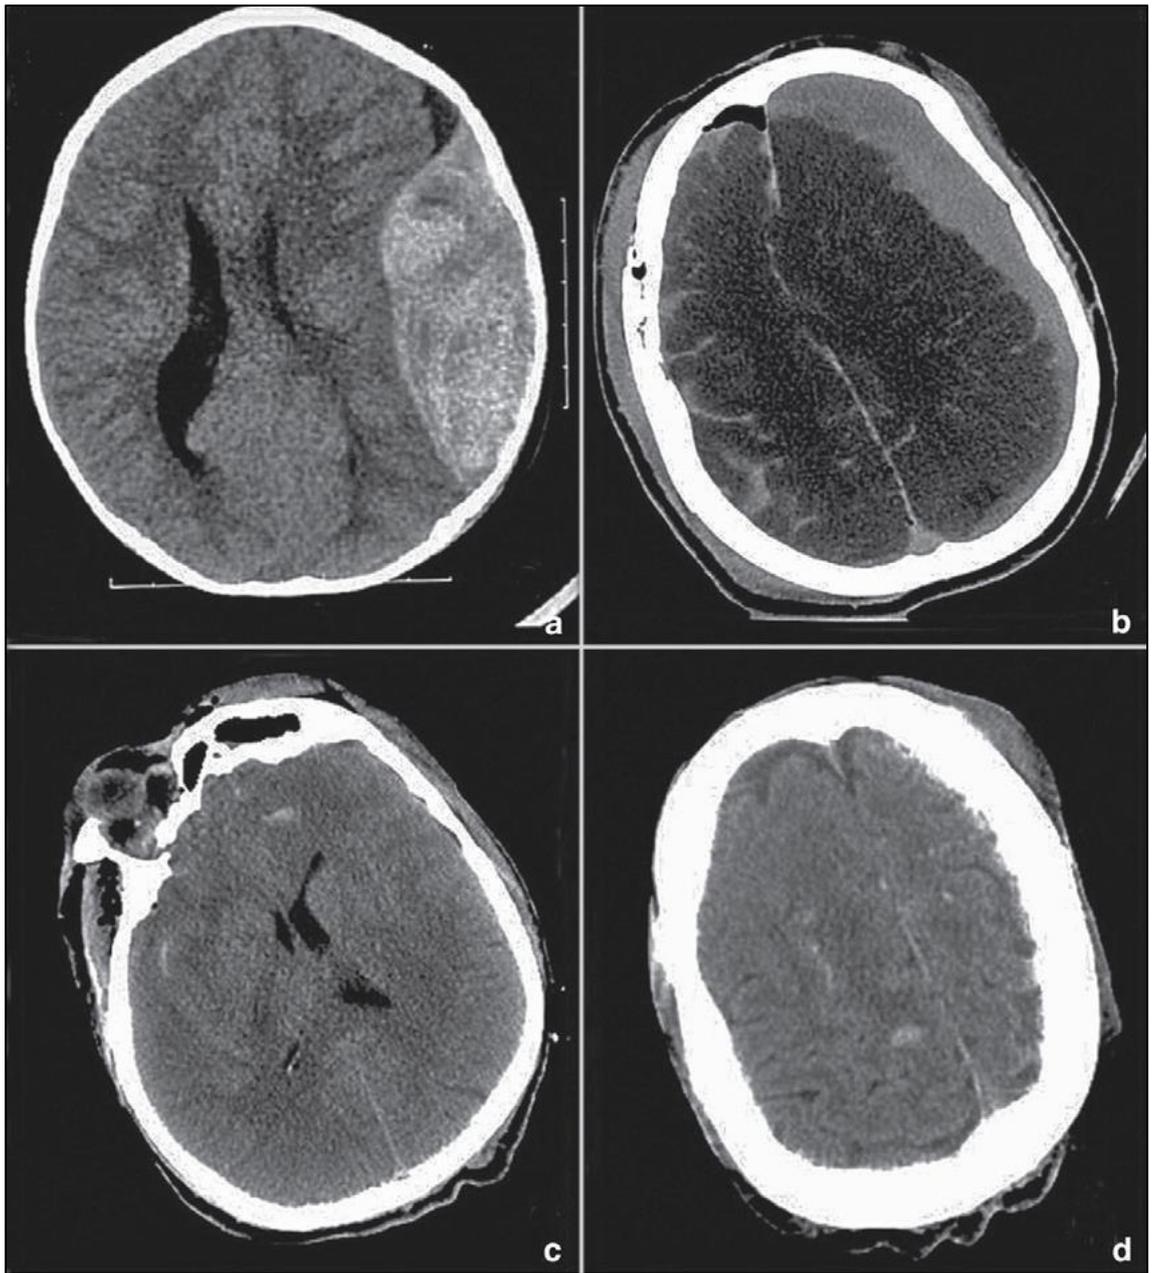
Immagini TC di diversi tipi di trauma cranico. (a) Ematoma epidurale temporo-parietale con effetto sulle cavità ventricolari e deviazione della linea mediana; (b) emorragia subaracnoidea diffusa, pneumocefalo frontale destro e ampia falda subdurale fronto-parietale sinistra con effetto massa; (c) focolai contusivi multipli in sede frontale e temporale; (d) petecchie emorragiche nella sostanza bianca dei centri semiovali, espressione di danno assonale diffuso.²¹
